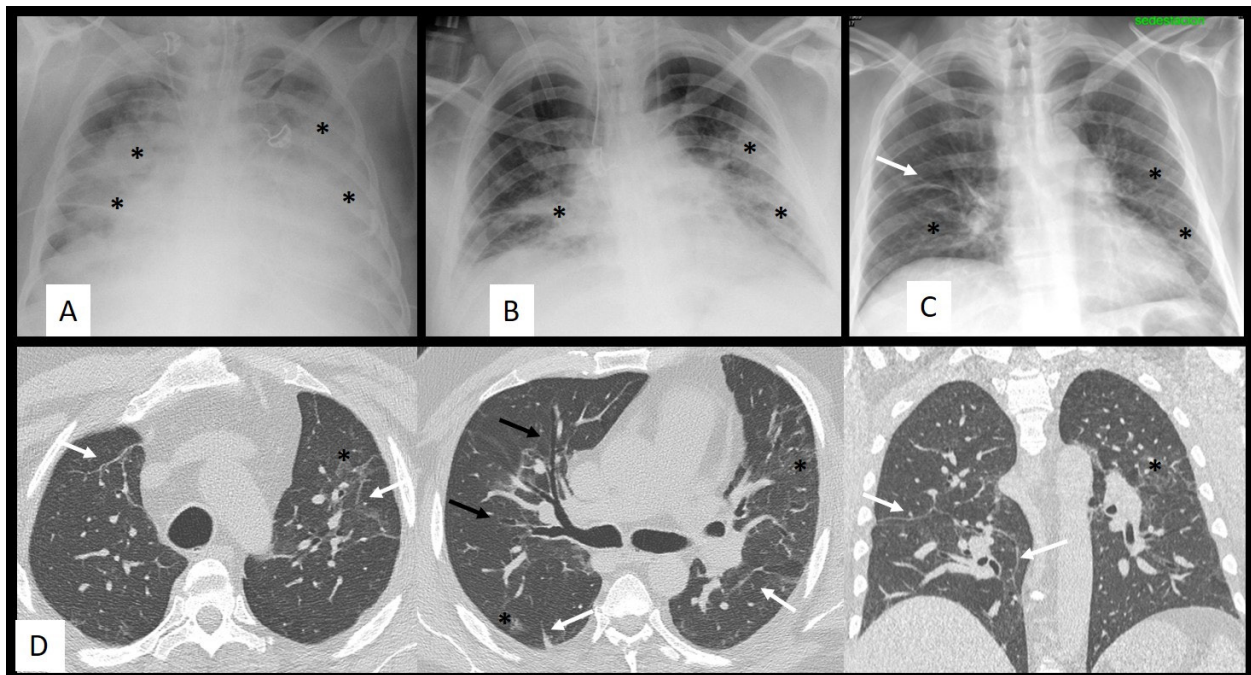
Evolución de los hallazgos en RX tórax (arriba) y TC torácica (abajo) de paciente con gripe A H1N1. A. Paciente con distrés respiratorio. Consolidaciones pulmonares bilaterales (*). B. Dos semanas después: disminución de tamaño y densidad de las consolidaciones (*). C. Tres meses después: banda parenquimatosas en LSD (flecha) y escasas opacidades pulmonares bilaterales (*). D. TC torácica. Siete meses después. Reconstrucción en plano coronal a la derecha. Bandas parenquimatosas (flechas blancas), algunas pequeñas dilataciones bronquiales (flechas negras) y escasas opacidades de densidad en vidrio deslustrado (*).
